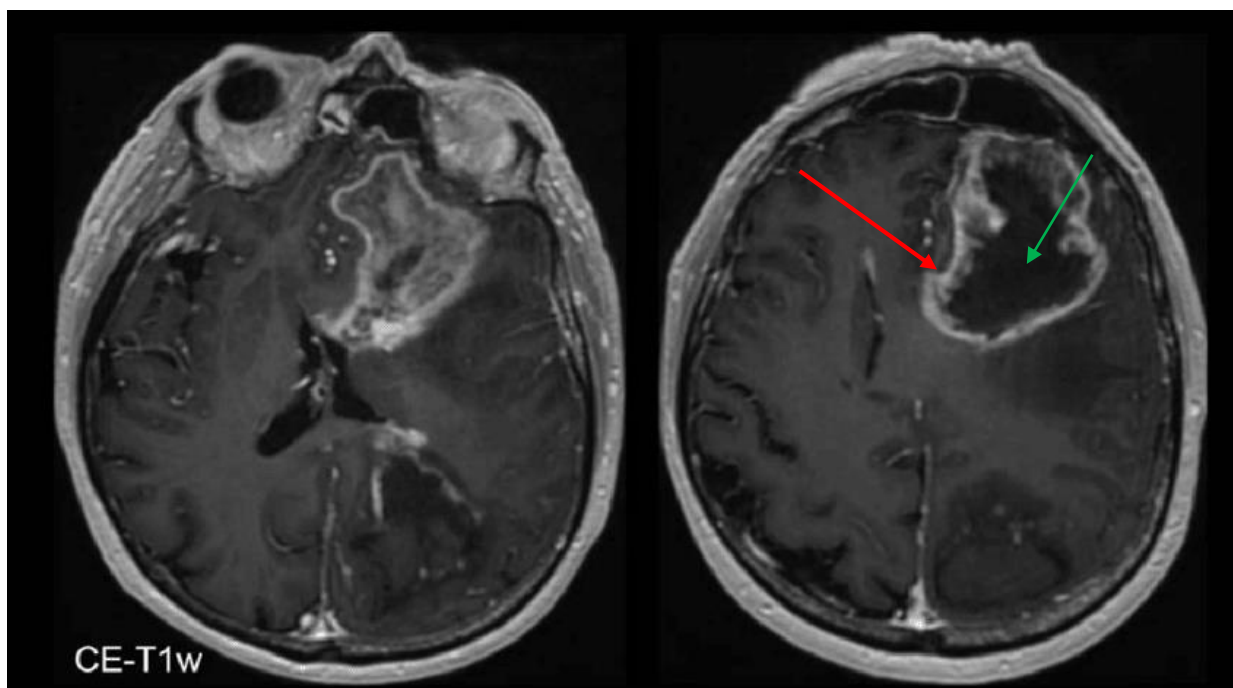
Изображение глиобластомы на МРТ с зоной накопления контрастного препарата по периферии (красная стрелка), окружающая участки некроза (зеленая стрелка) [155].
